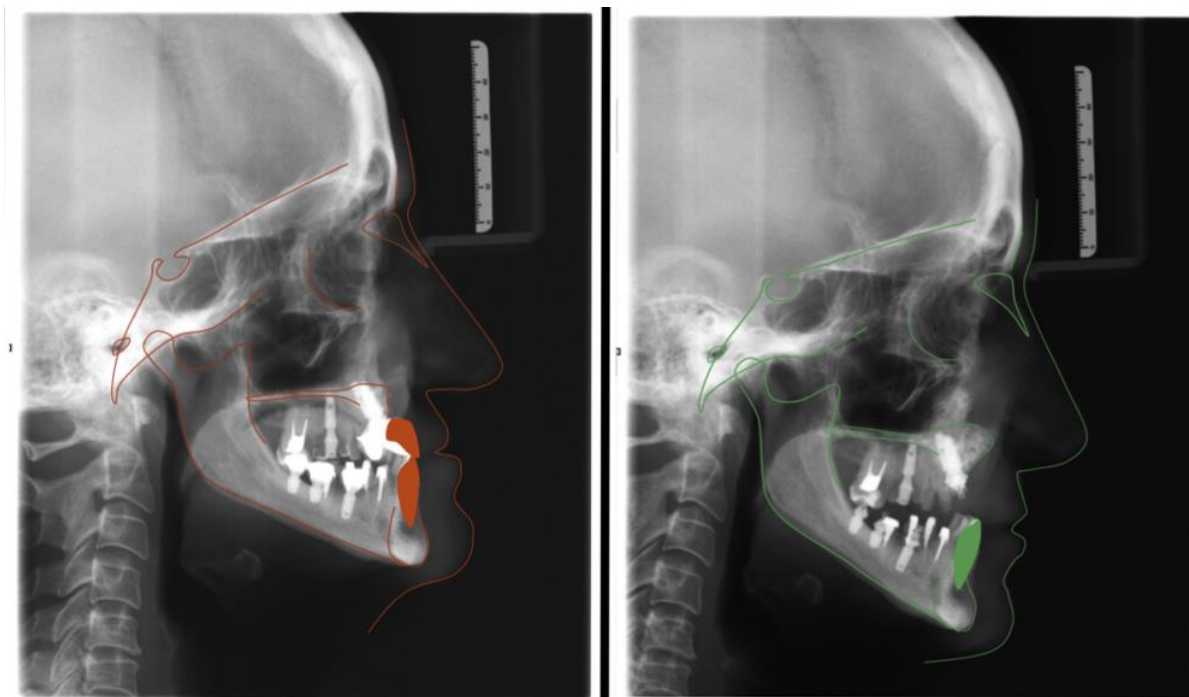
Em vermelho, traçado cefalométrico inicial sobre tele radiografia de perfil inicial, em verde traçado cefalométrico sobre tele radiografia de perfil do pós-operatório de 30 dias, mostrando o volume do enxerto de osso na região paranasal
